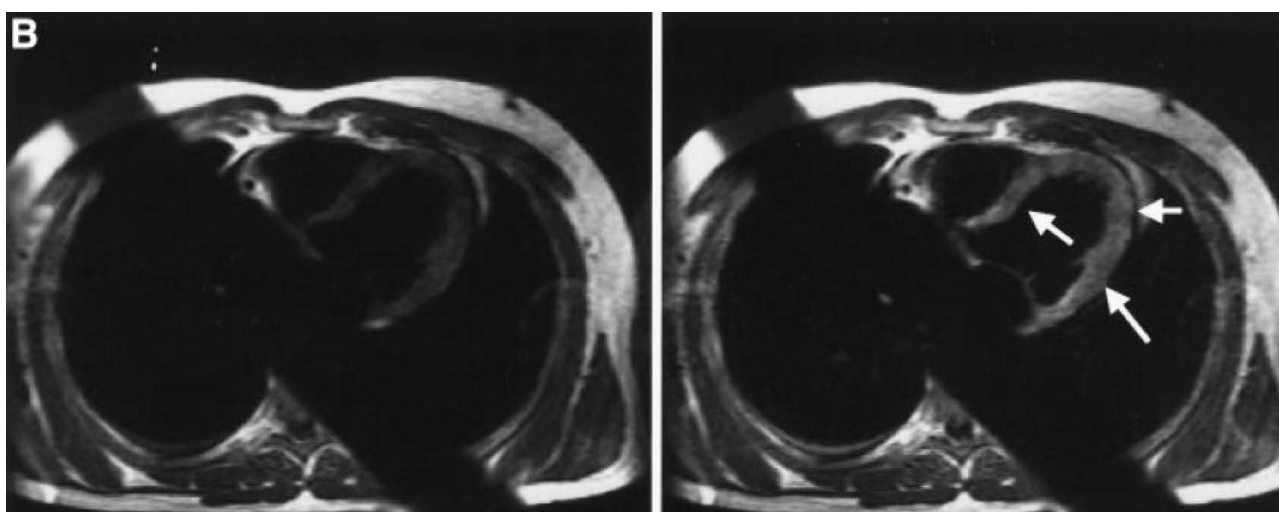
3В. МРТ сердца того же больного, что на рис. 3А, через 2 недели
